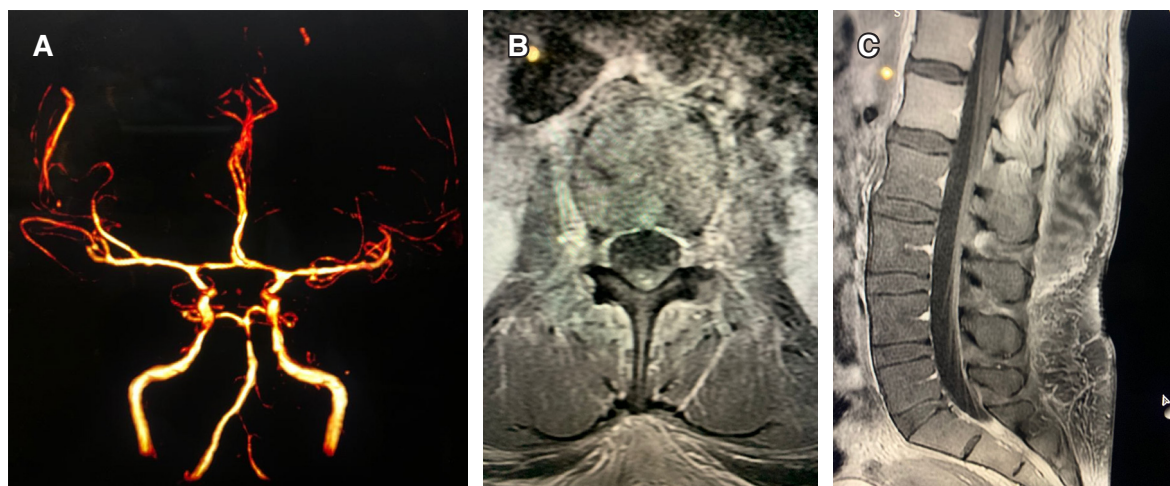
Caso número 2. A) Angiotomografía cerebral: vista anterior de la circulación cerebral donde se aprecia un arrosariamiento de las ramas distales de la arteria cerebral media, así como estenosis de la arteria basilar. B) Meningitis espinal. Imagen por resonancia magnética contrastada, corte axial a nivel de L4 donde se muestra un importante reforzamiento meníngeo de la médula espinal con un aumento de calibre en los plexos venosos. C) Neuroeje a nivel lumbosacro donde se aprecia el reforzamiento meníngeo del saco dural, más importante a nivel de la punción.
